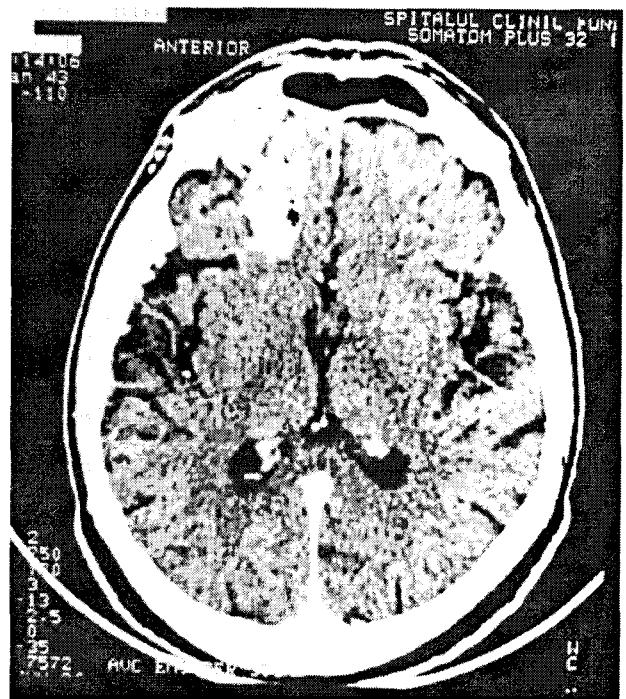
Imagine CT a unei malformații arterio-venoase fronto-bazale stângi.
